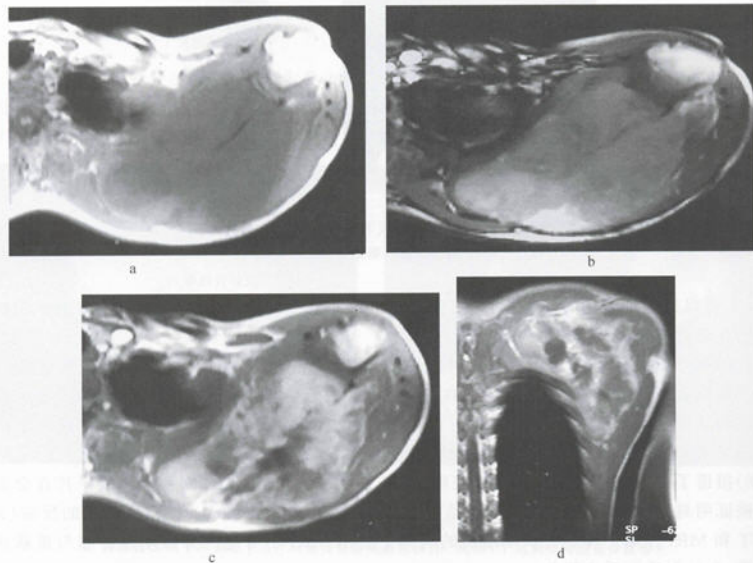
肩胛骨 Ewing 肉瘤 MRI
